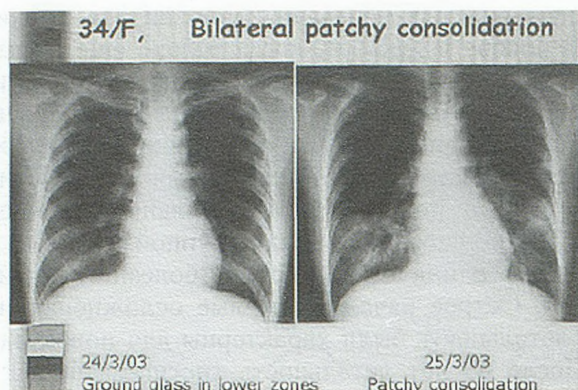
Рентгенографическая картина больной с ТОРС 34 лет.
